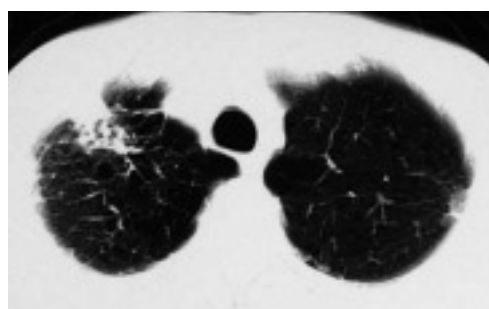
平成 20 年 9 月、当科受診時の胸部 X 線写真(a)および胸部 CT (b)
